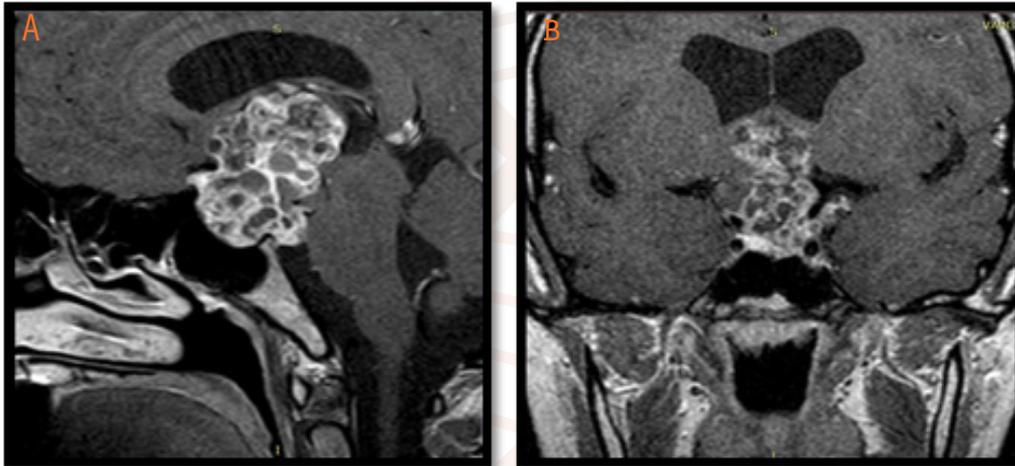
Resonancia magnética. A: corte sagital Fase T1 contrastada; B: corte coronal Fase T1 contrastada.
